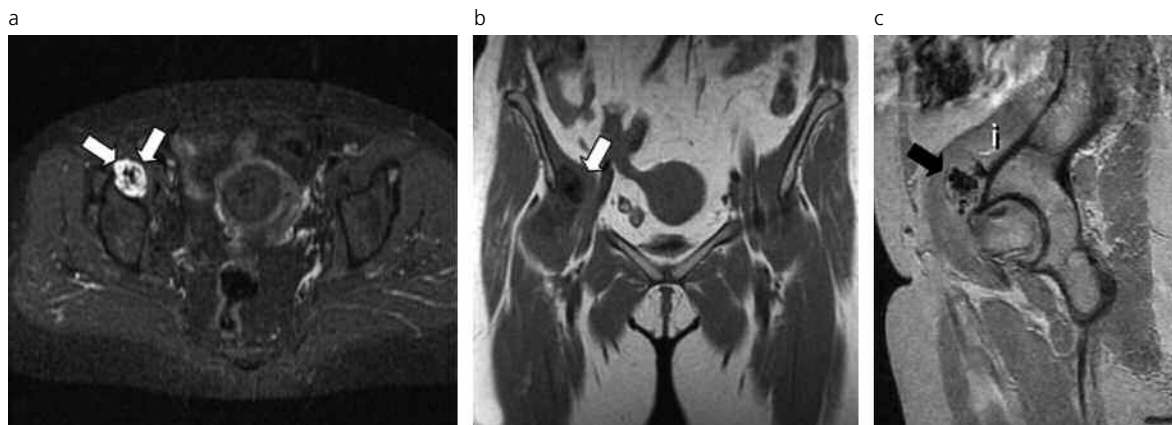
Resonancia magnética. Secuencias axial STIR (a), coronal FSE T1 (b) y sagital 3D SPGR de la cadera derecha (c). Colección fluida inguinal de contenido atípico debido a la presencia de focos con señal de vacío en su interior, correspondientes a las burbujas aéreas confirmadas en la TC dentro de una bursa iliopsoas distendida, con prolongación proximal pélvica (i: músculo iliopsoas).
